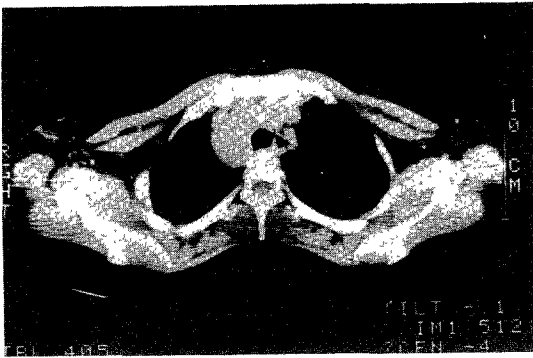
CT scan of the chest shows multiconglomerated mass density and central low density at right paratracheal area.
